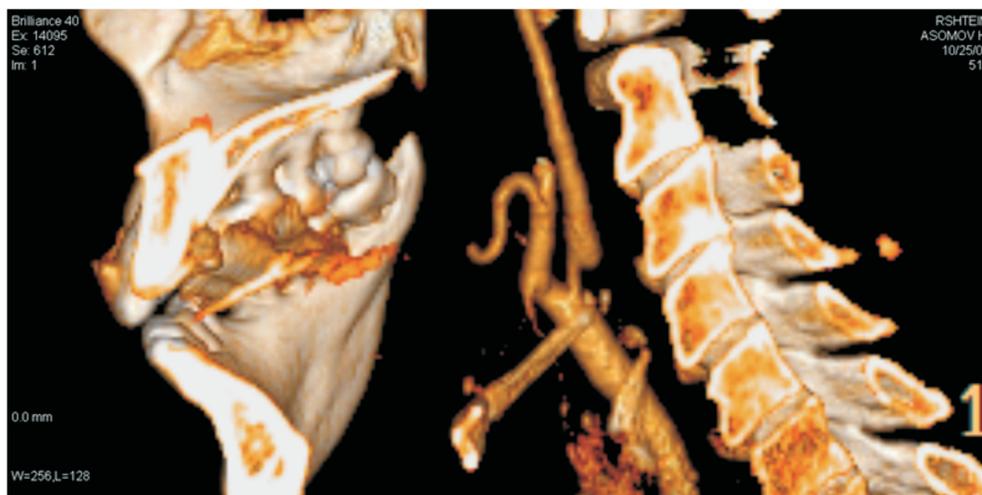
МСКТ-ангиография мозговых сосудов с 3 D-реконструкцией.
